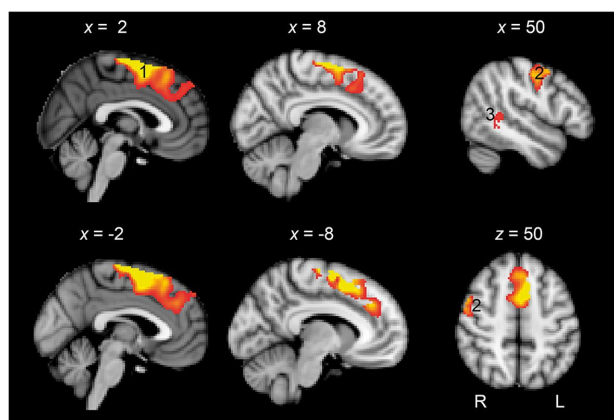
Domain-general cortex and language recovery. Standard T1-weighted anatomical slices overlaid with functional MRI activity correlating with language recovery. A large cluster of activity was observed in the preSMA extending to dorsal mid-cingulate cortex and dACC (1). Activity was also observed in the right precentral and postcentral gyri (2) and right posterior superior temporal gyrus. (Rendered at $p < 0.05$ with 200 voxel extent. Peak voxel whole brain significant at $p < 0.001$ with family-wise error (FWE) correction for multiple comparisons.). dACC, dorsal anterior cingulate cortex. Reprinted from Geranmayeh *et al.* Domain-general subregions of the medial prefrontal cortex contribute to recovery of language after stroke. *Brain* 2017;140:1947–58.
